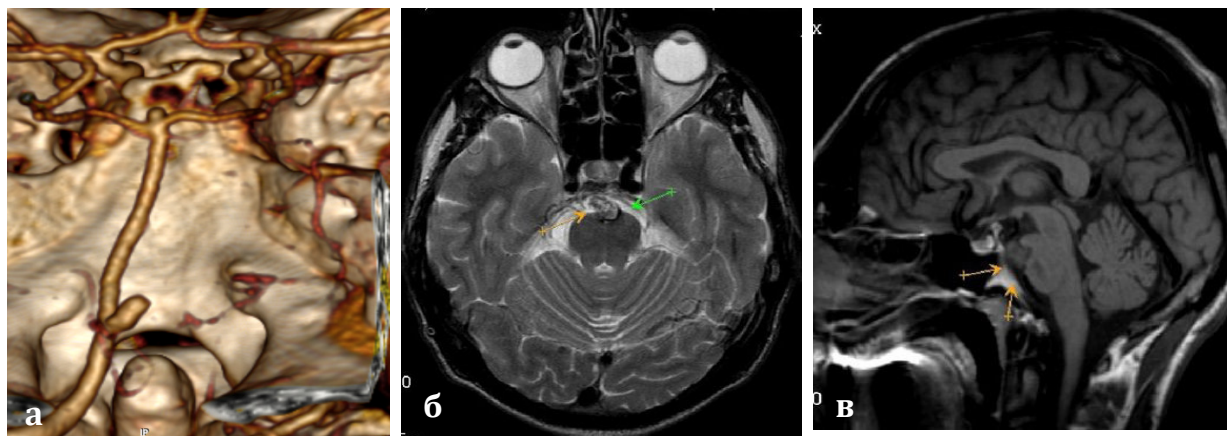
Большая аневризма вертебробазиллярного бассейна. МСКТ-ангиография сосудов головного мозга (а), МРТ головного мозга (б, в).
